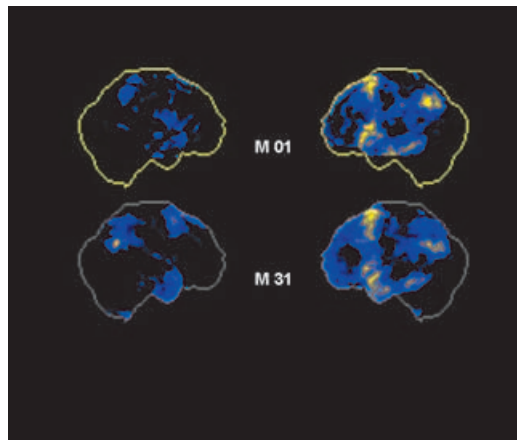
Die PET-Untersuchung der Patientin aus Abb. 1 zeigte die über 2 1/2 Jahre gleichfalls voranschreitende Minderung des Zuckerstoffwechsels vor allem in den Sprachregionen der linken Hirnhälfte (gelbe Regionen der Hirnrinde). Mikroskopisch wurde ein Morbus Pick gefunden.
